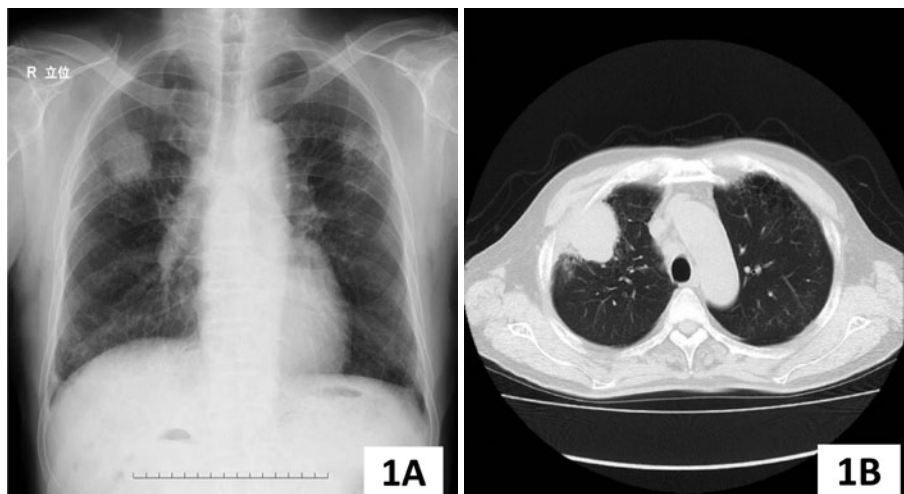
(A) Chest radiograph on admission for second-line chemotherapy shows a mass shadow in the right upper lung field. (B) A chest CT scan shows a mass in the right S1.
